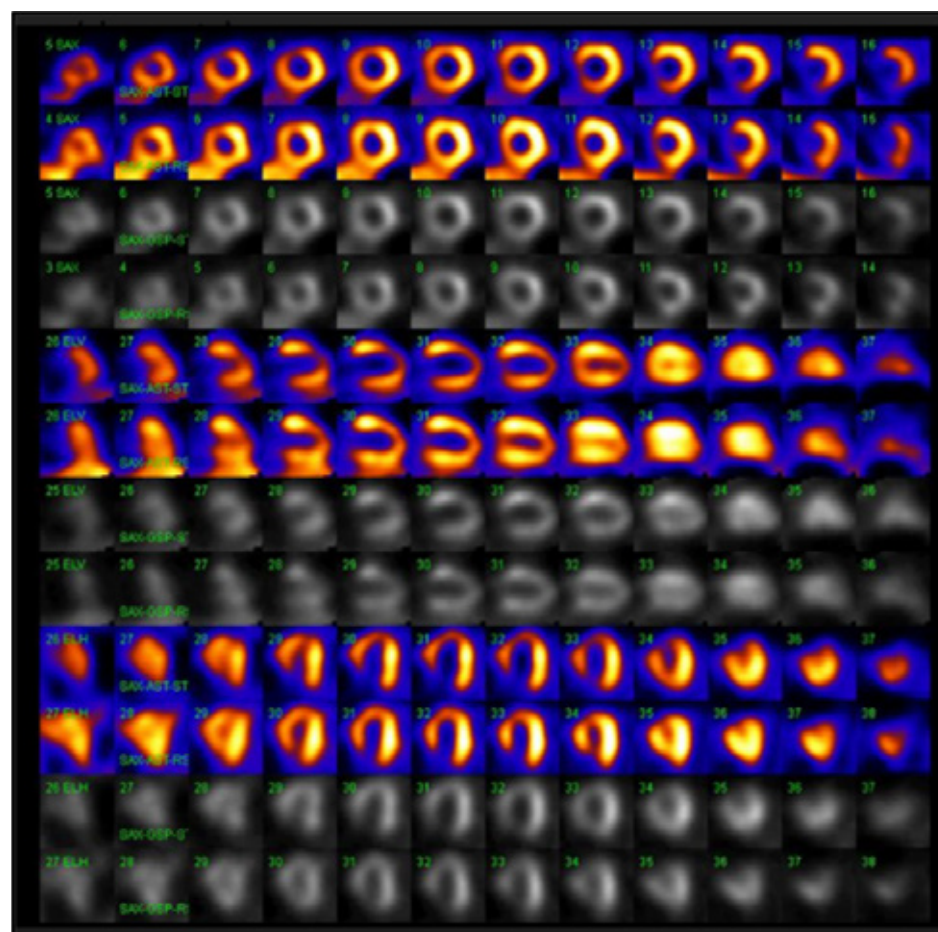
Perfusión miocárdica SPECT gatillado Reposo/esfuerzo en mujer de 46 años. Defectos de perfusión en imágenes de estrés, reversible en reposo: Isquemia en territorio de arteria descendente anterior. TD:1,26: dilatación isquémica transitoria del ventrículo izquierdo. Presento caída de la Fracción de eyección en el post estrés. Cateterismo evidencio enfermedad coronaria de 3 vasos.
